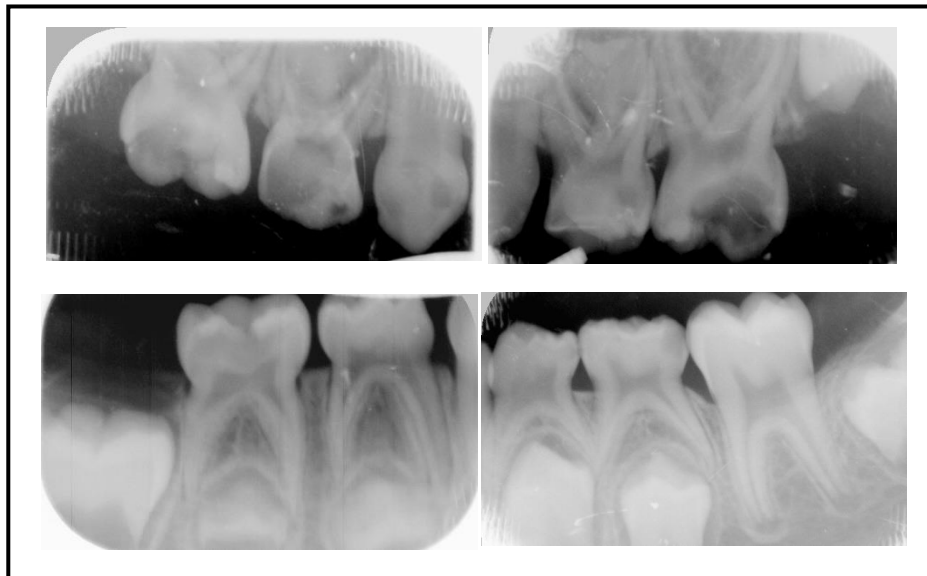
Radiografías intraorales periapicales en las que se pueden observar molares temporales afectados por caries.
